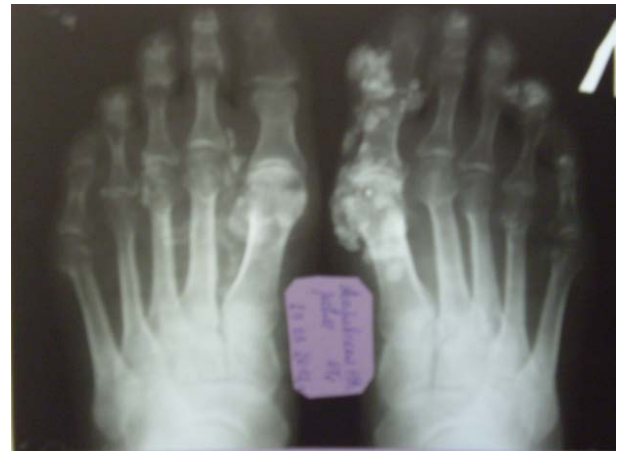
Рентгенография стоп больной А. в прямой проекции
